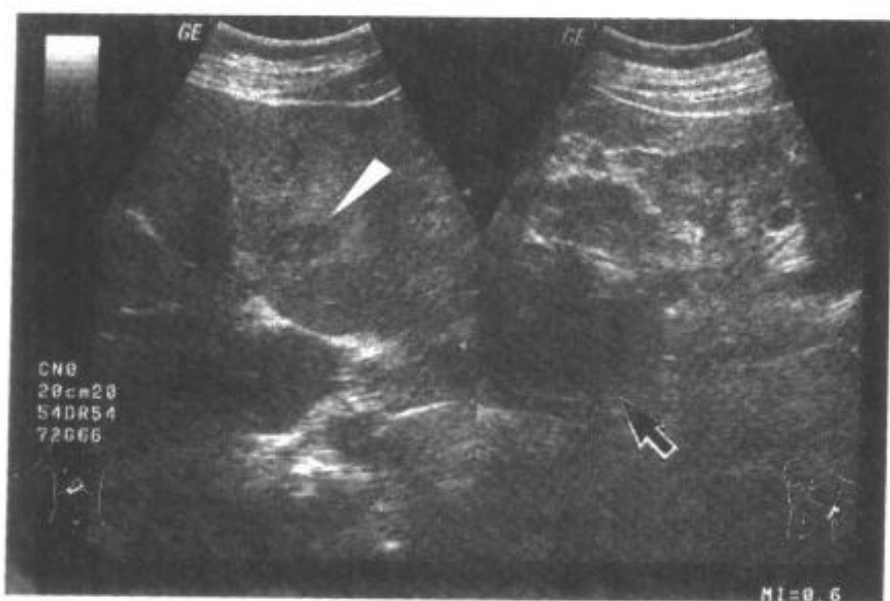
肾上腺皮质腺癌并肝转移超声表现
